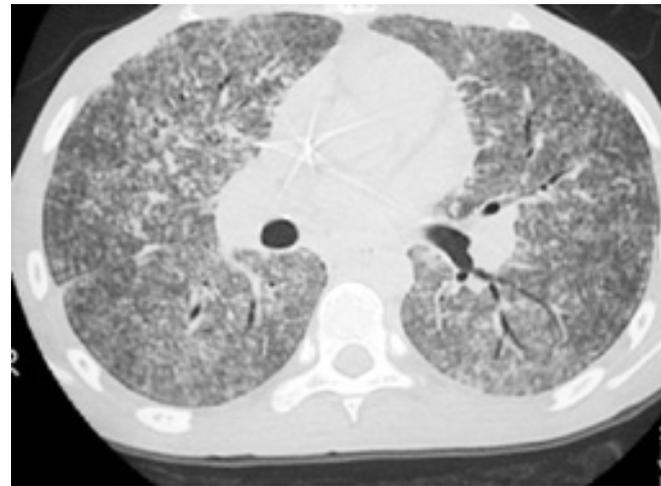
TC con patrón miliar adiaspiromicosis
